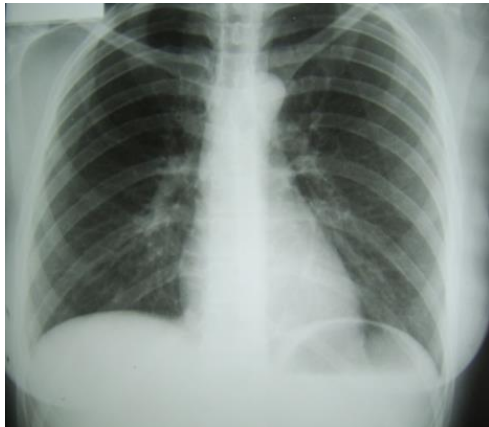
Radiographie pulmonaire postopératoire
